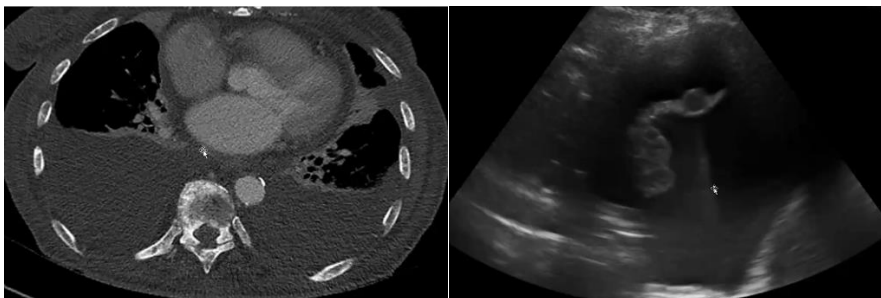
Image échographique de la pleurésie : où est cette image ?
